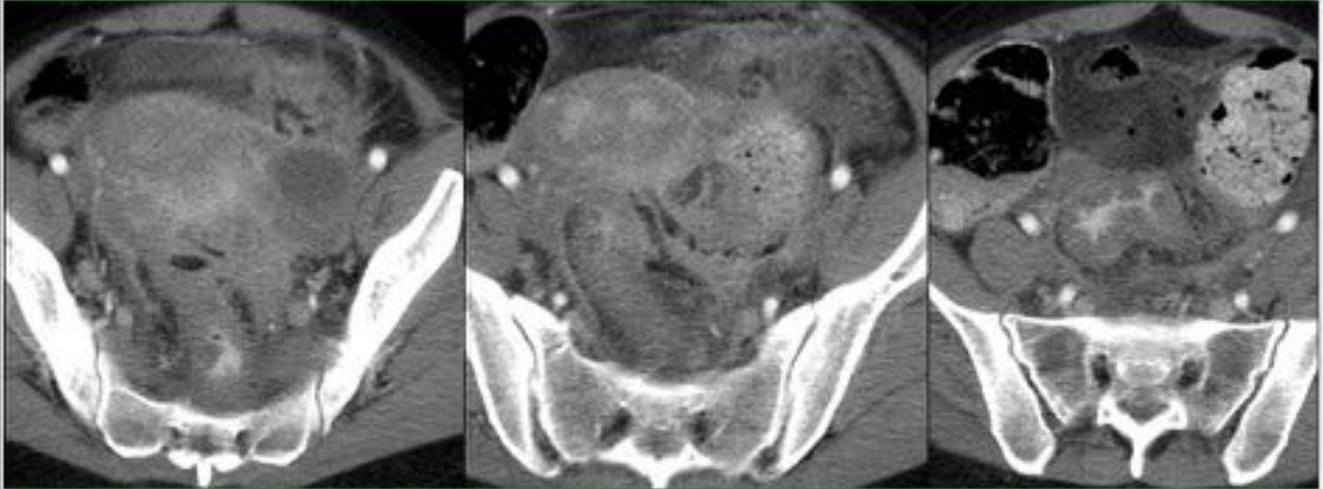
Paciente de 41 años con dolor abdominal en FII, fiebre y estreñimiento de una semana, con inicio de los síntomas tras retirada de DIU por exudado marrónáceo vaginal. En TC se identifica en sitio teórico de anejo izquierdo una lesión quística con pared engrosada, asociado a líquido libre de forma generalizada y afectación secundaria del sigma. Diagnóstico de Actinomicosis abdominal, probablemente de origen endometrial, con afectación tubárica y de cavidad abdominal.
